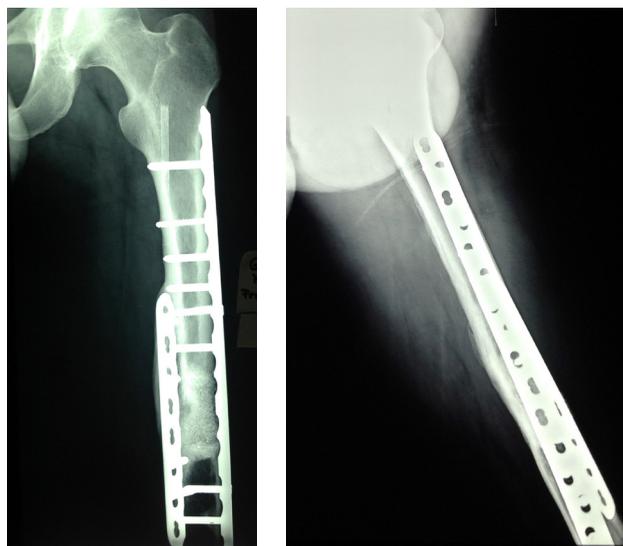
Radiografía a los 10 años (actuales) que confirma la formación de callo óseo.
